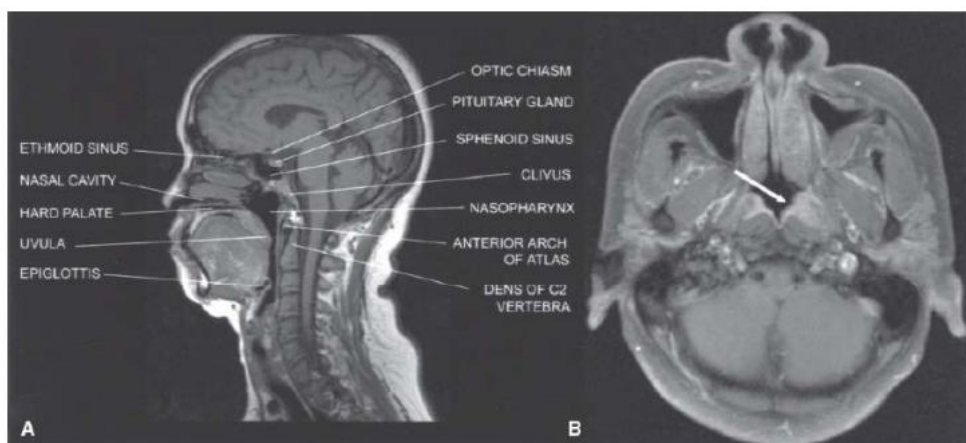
A: Midsagittal magnetic resonance image (MRI) of the head, showing the nasopharynx and related structures. B: Axial contrast-enhanced MRI showing a small tumor in the left fossa of Rosenmüller (arrow) and normal structures in the rest of the nasopharynx.
